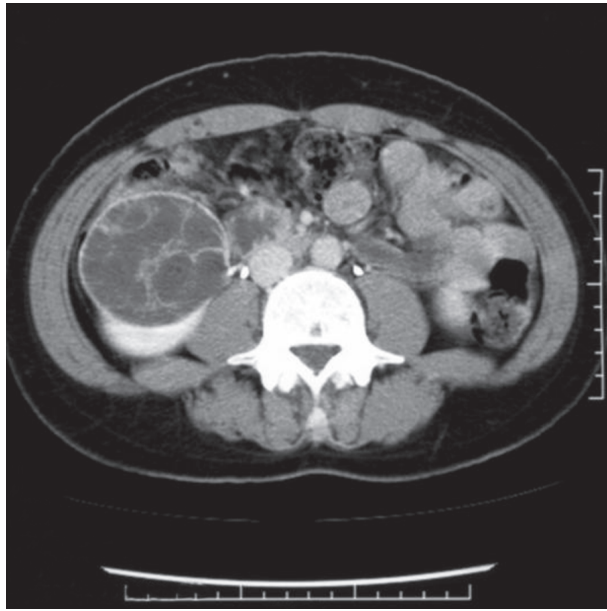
Abdomino-pelvic computed tomography image shows a well circumscribed right renal mass with multilocular cystic spaces.
